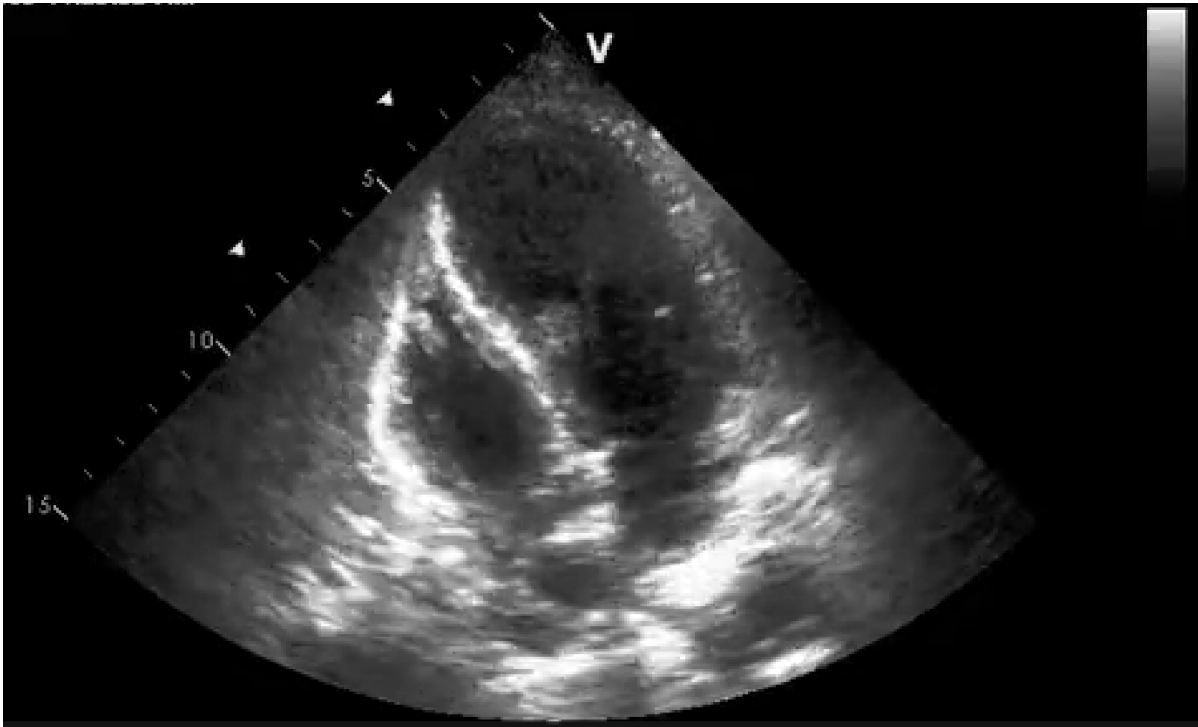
Эхокардиография пациентки при поступлении. Выявлено апикальное расширение полости ЛЖ.
